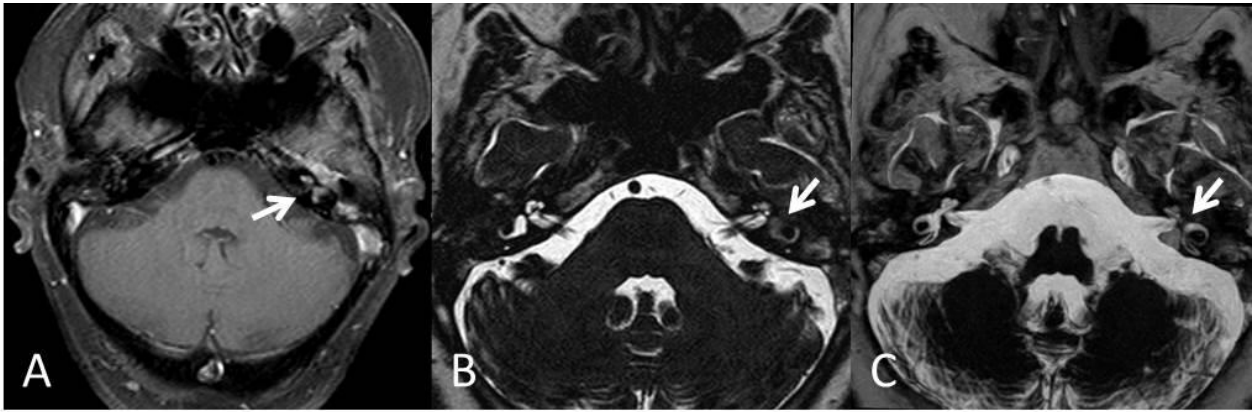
Laberintitis aguda. Imagen de RM. A: T1 con CIV, captación intensa de la cóclea y vestibulo izquierdos (flecha). B y C: Axial Drive, con opacificación de estas estructuras.
